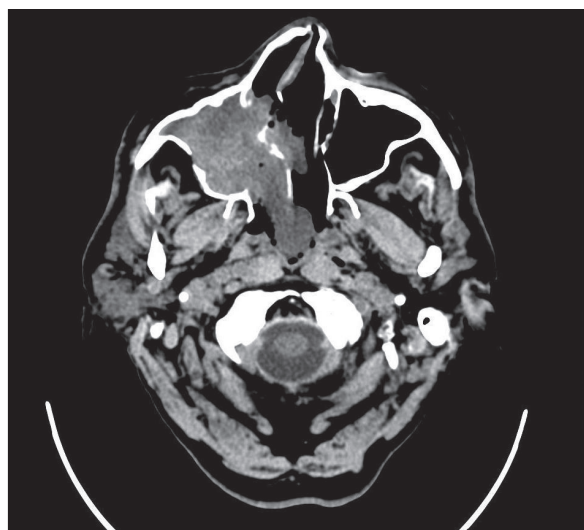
CT scan of the male patient (case 1) before surgery.
